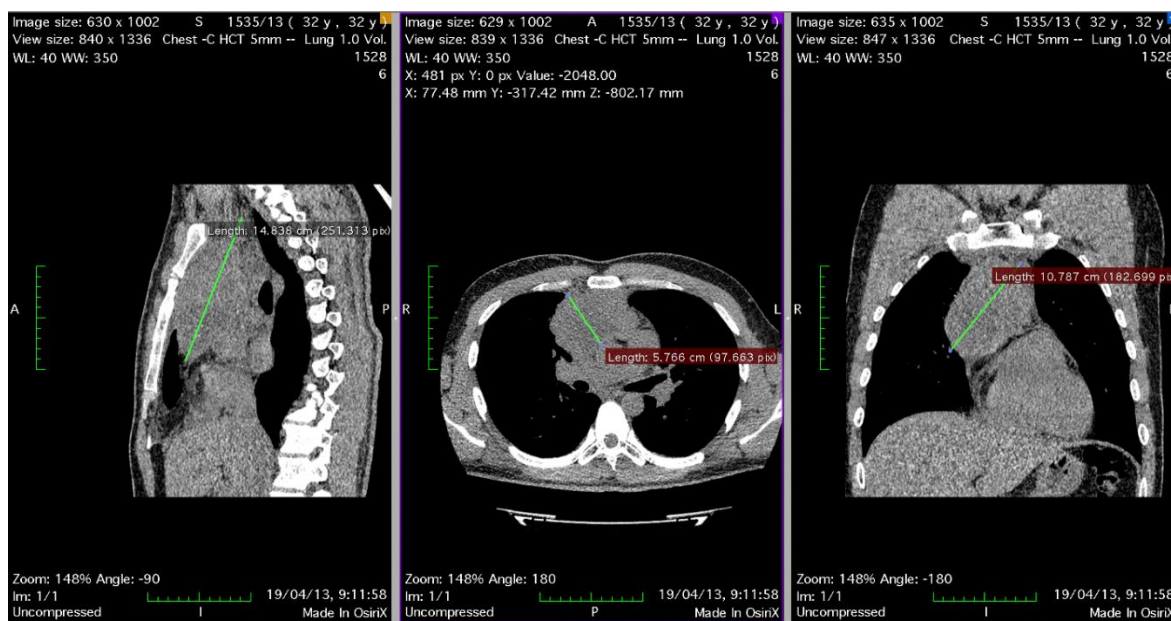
МСКТ пациента М.
